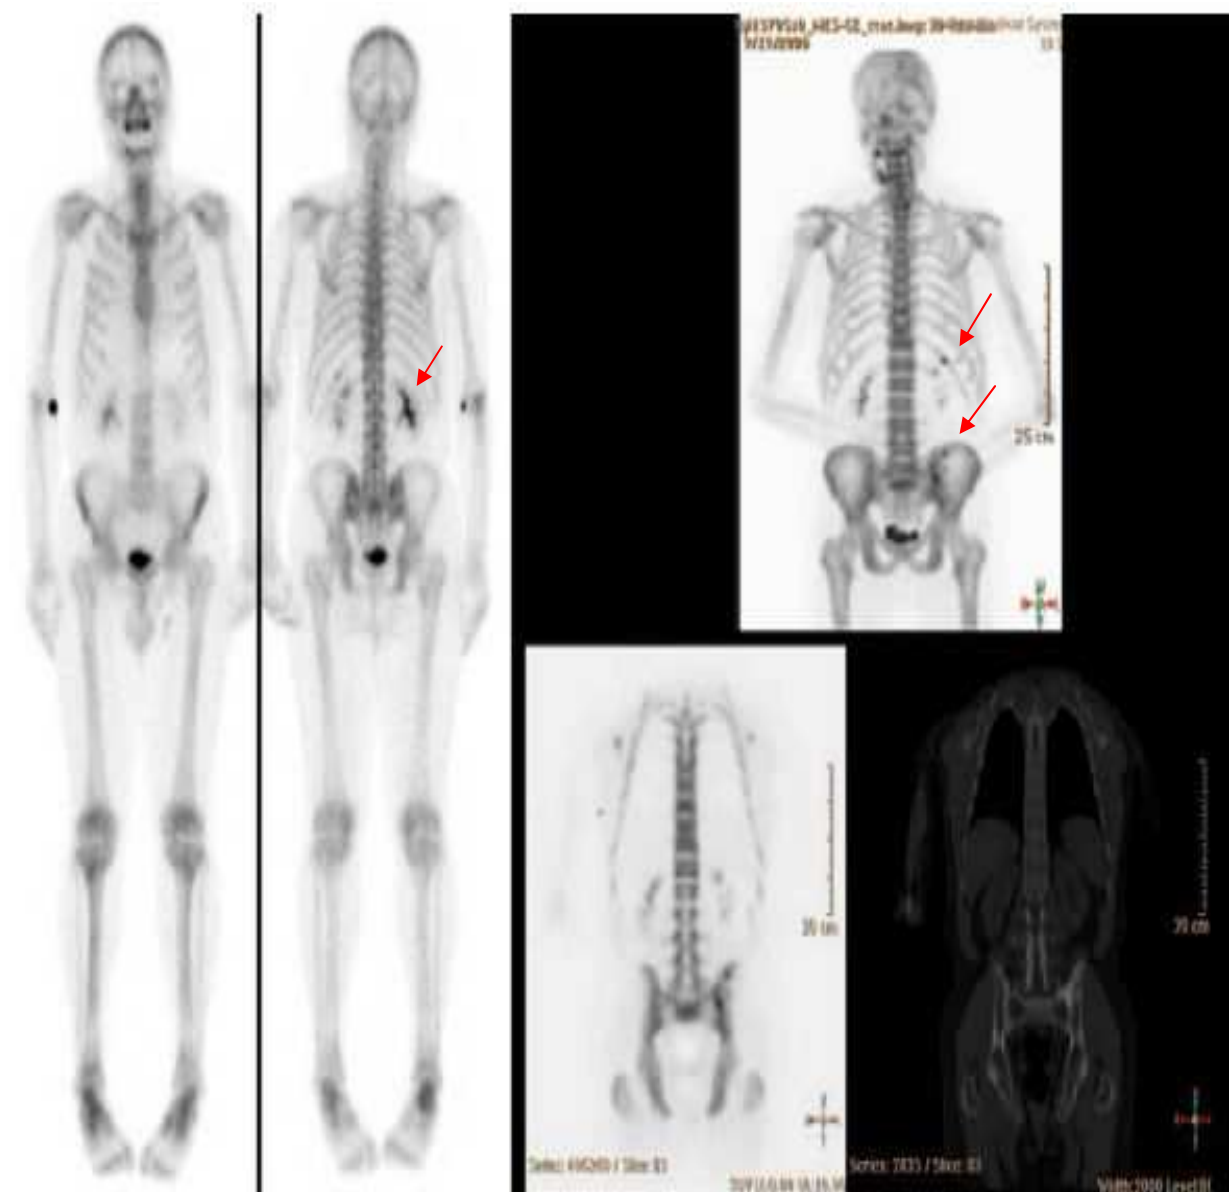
Images de la scintigraphie osseuse (SO) (2 images à gauche). L'image (à droite en haut) de TEP/TDM du squelette au fluorure de sodium (^{18}Fna) d'un patient de 61ans opéré d'un cancer de prostate de haut grade (Gleason 8) avec une augmentation progressive de la concentration de PSA (antigène prostatique spécifique) à 16 ng/ml lors des examens.
